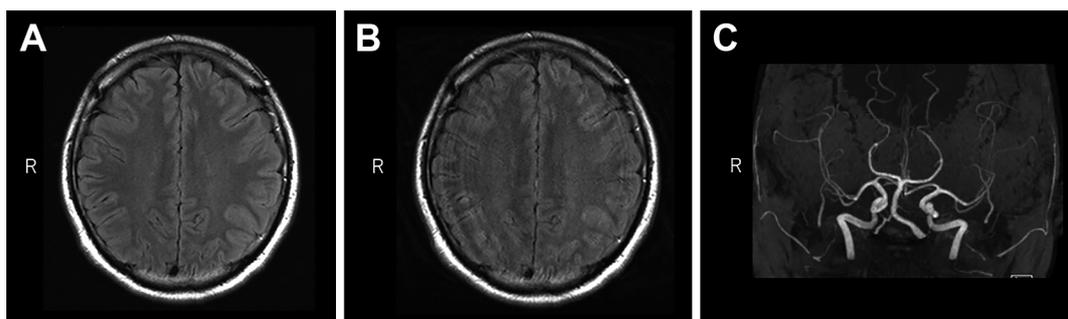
Brain MRI after treatment.
